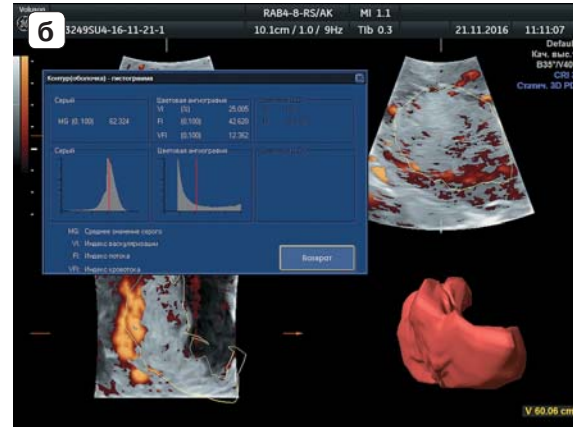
Continuous type of trophoblastic blood flow. a – echogram of the chorion in the Doppler velometry; б – a histogram of the same pregnant woman in the mode of three-dimensional reconstruction.
